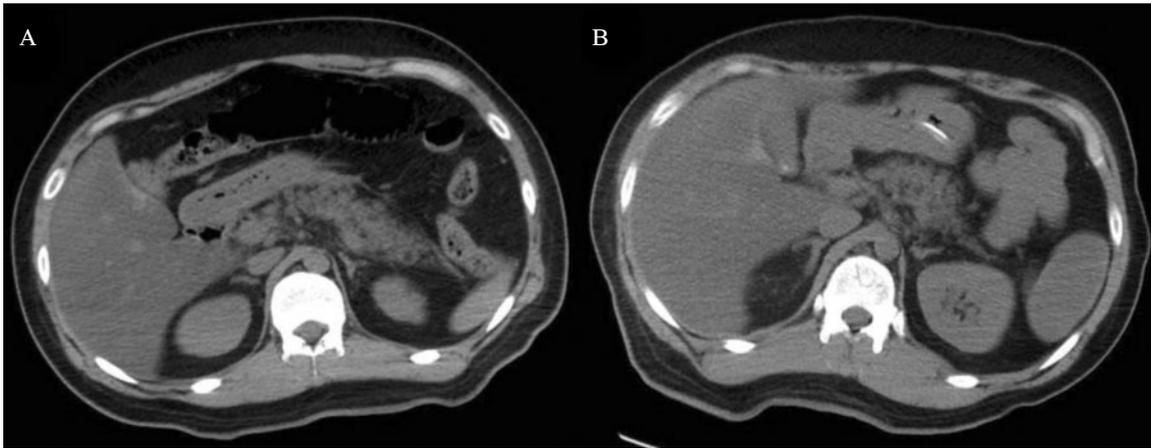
Non-enhanced computed tomography shows hazy peripancreatic fat infiltration and mild fatty change of pancreas which is suggestive of acute pancreatitis (A). On follow-up imaging on the 4th hospital day, there was little interval change and no evidence of parenchymal necrosis could be seen (B).
